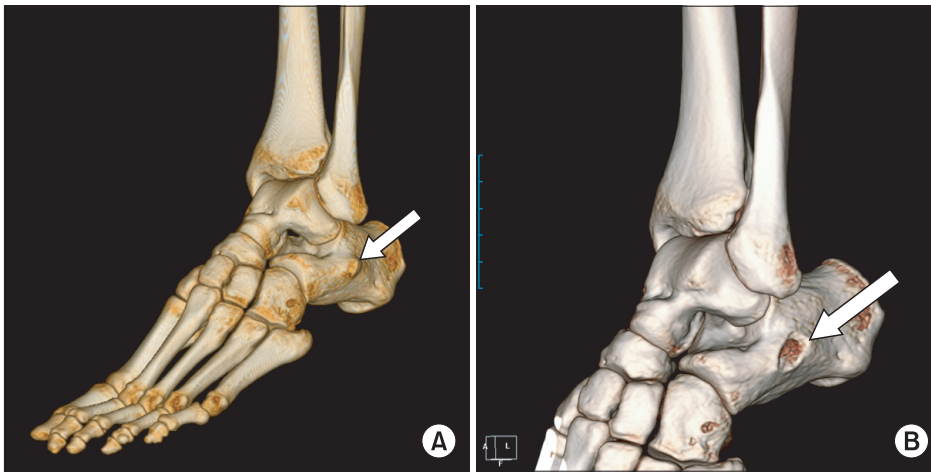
(A) Peroneus tubercle (white arrow) was seen in the three-dimensional reconstructed images of computed tomography performed before ostectomy of peroneus tubercle of calcaneus. (B) Irregular surface of peroneus tubercle stump (white arrow) was shown in the three-dimensional reconstructed images of computed tomography performed after ostectomy.
